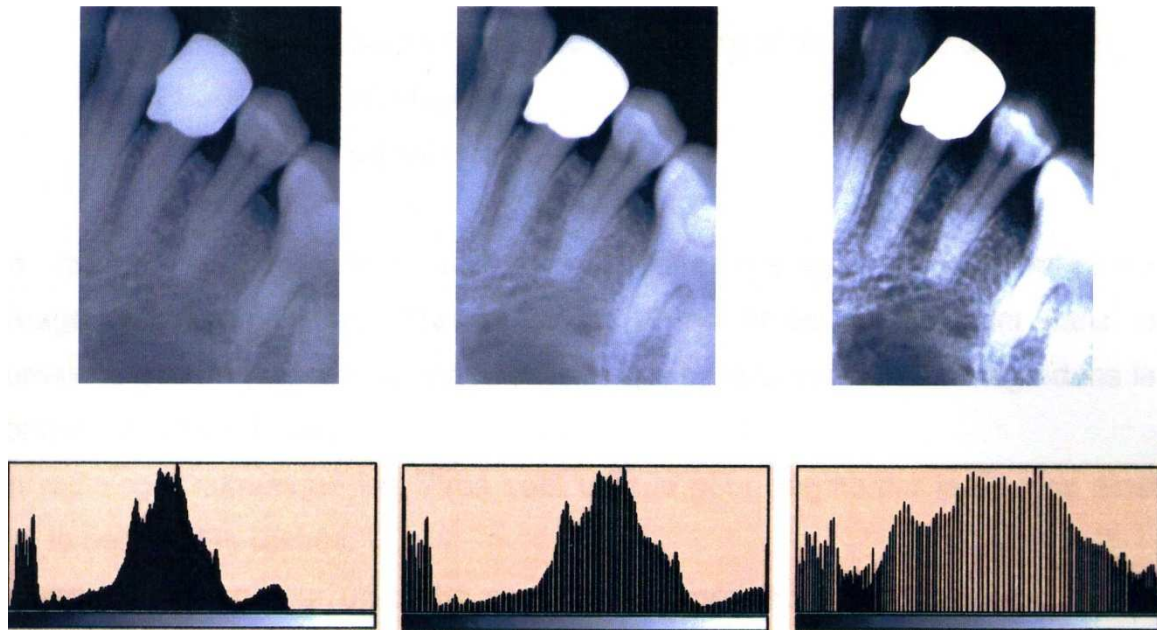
Radiographies numériques après différents traitements d'augmentation du contraste et histogrammes correspondants [58]
